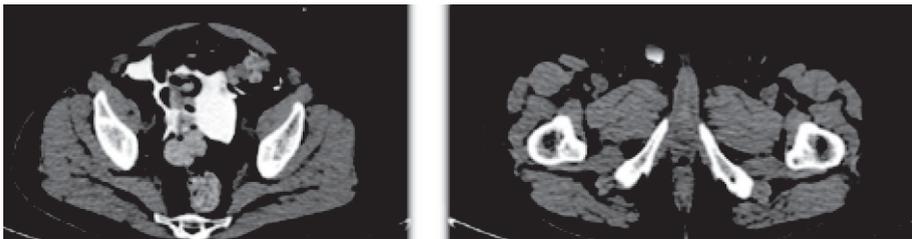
Tomografía computarizada con contraste intraperitoneal: fuga peritoneo-escrotal.
